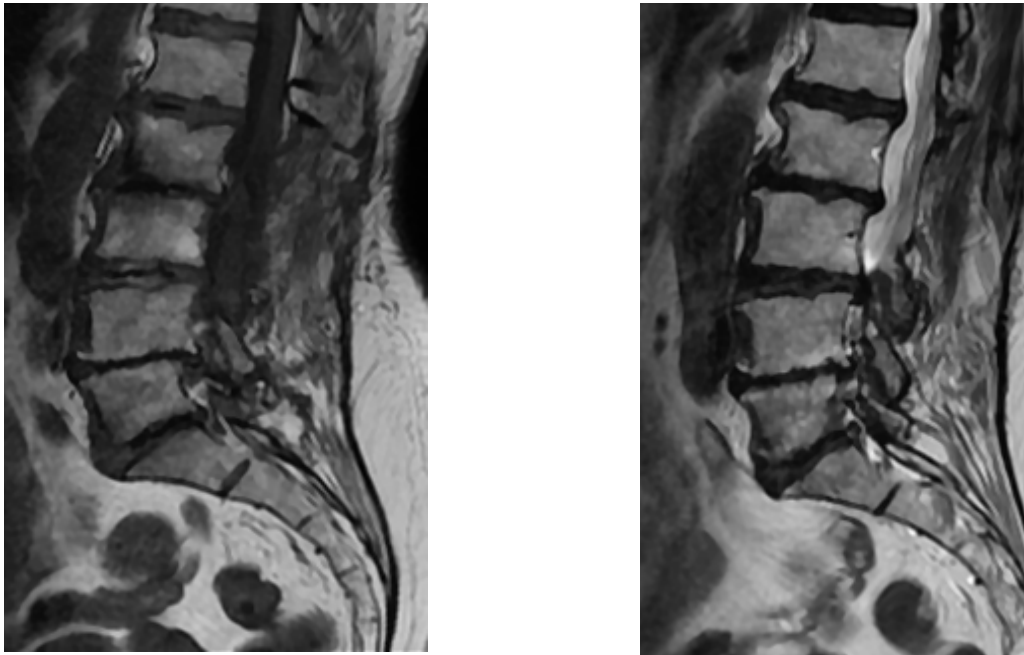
IRM en pondération T1 et T2 en coupes sagittales objectivant une arthrose somatique antérieure et postérieure faite de becs ostéophytiques (flèches)
